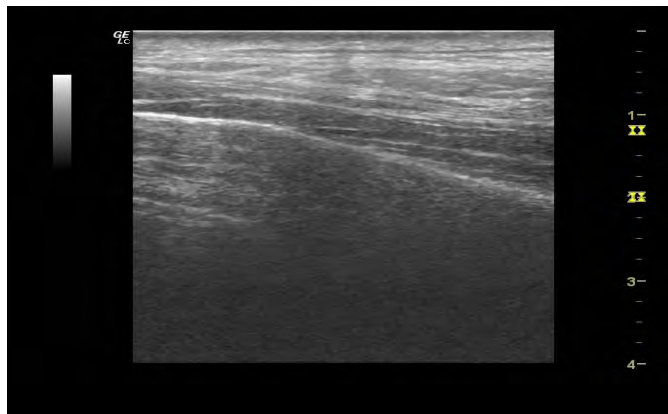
Hasil Citra Ultrasound di kaki
